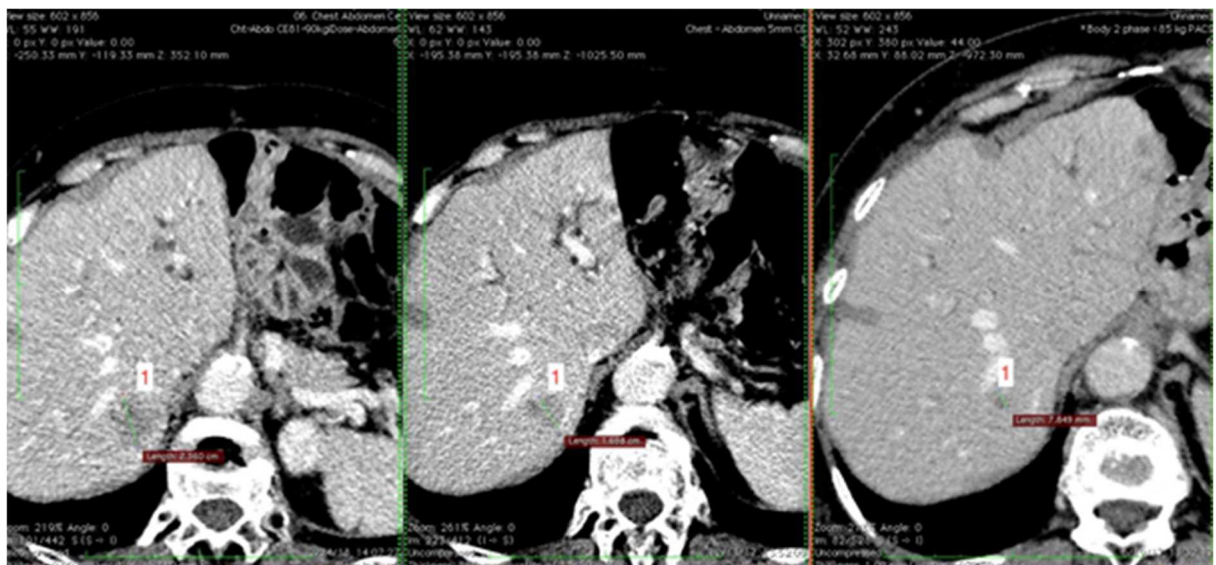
肝臓の CT-ダイナミクスに関する 3 つの研究：肝臓の病巣 (1) が徐々に増加-セグメント 7 (右から左) とその後の化学療法中の安定化 (左端)。
